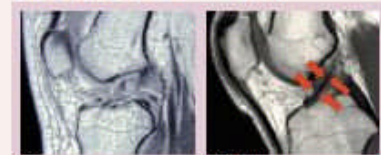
MRI画像 (矢状面・断面から見た様子)。図2のMRI画像では、膝前十字靭帯は損傷し写りませんが、縦断面でのそれは明確に写ります (矢印) (図2)。通常、単純X線だけでは靭帯損傷は判断しにくい一方で、MRIは画像に患者様に明確な治療方針を提示する際には、力強い指導力を発揮します。
